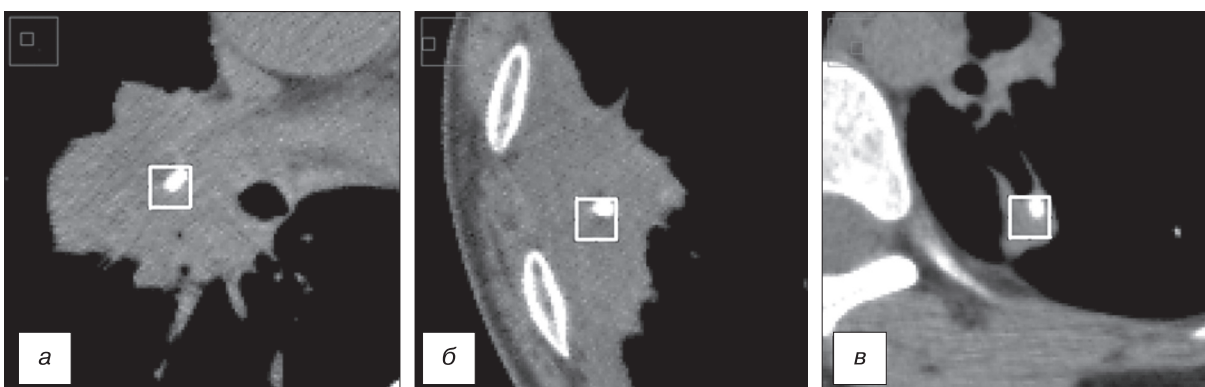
Проведение прямой выборки с включением кальцинов в выделенных зонах интереса значений пикселей. Компьютерные томограммы органов грудной клетки.
